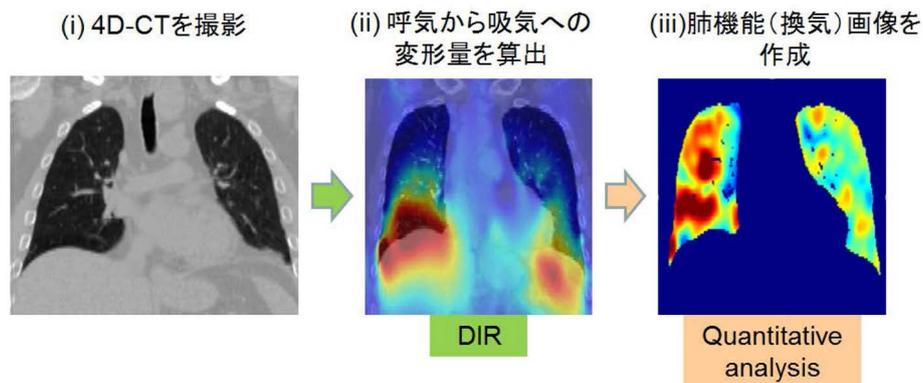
CT-CT間のDIRによる肺機能画像の作成方法
